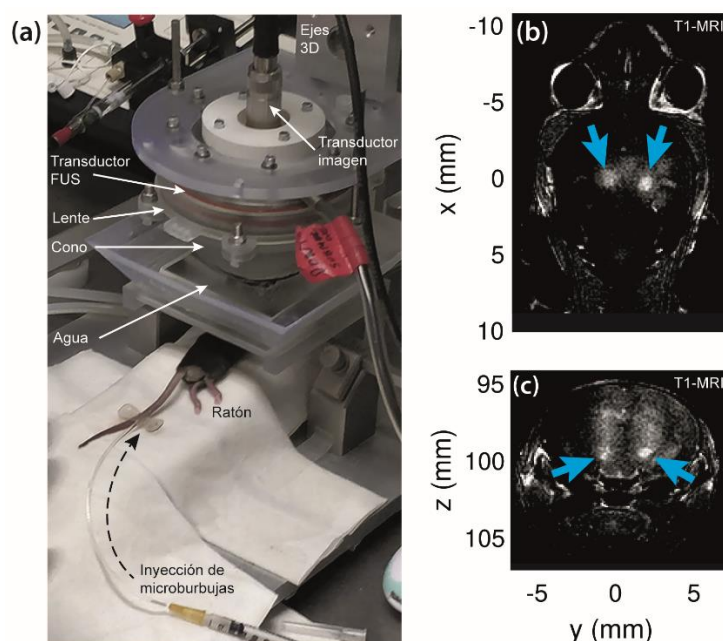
Apertura de la BHE *in vivo*. (a) Configuración experimental para la apertura de la BHE empleando una sonicación e inyección de burbujas. (b,c) Planos transversal y axial de la T1-MRI, respectivamente, indicando con flechas azules las dos zonas de apertura de la BHE que se observan en color claro.
